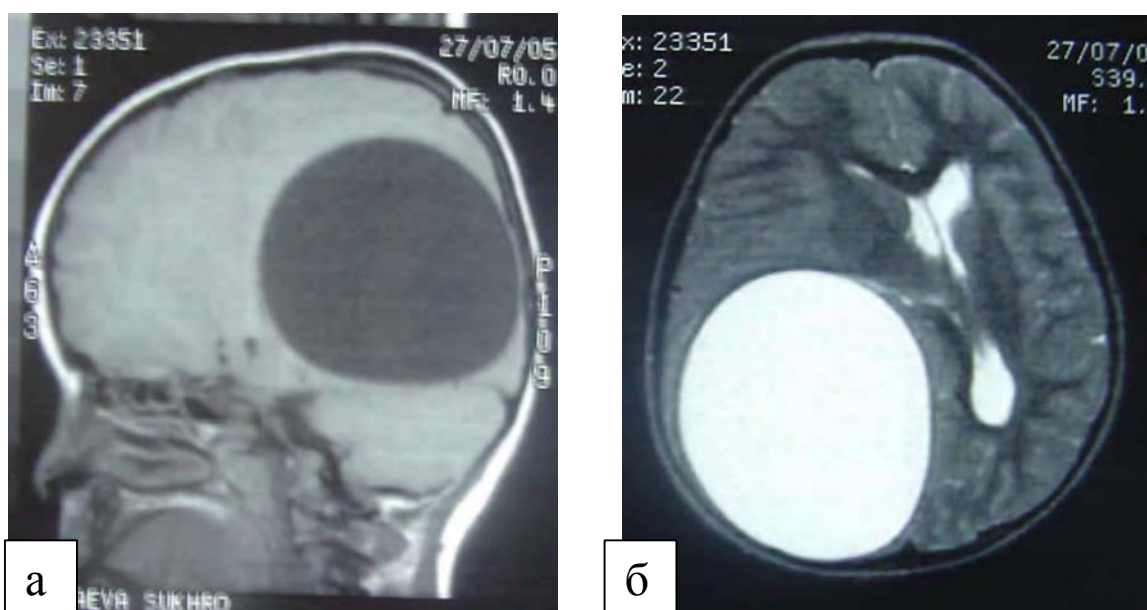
МРТ изображение эхинококковой кисты теменно-височно-затылочной доли мозга справа: (а) T1 - режиме; (б) T2 - режиме
